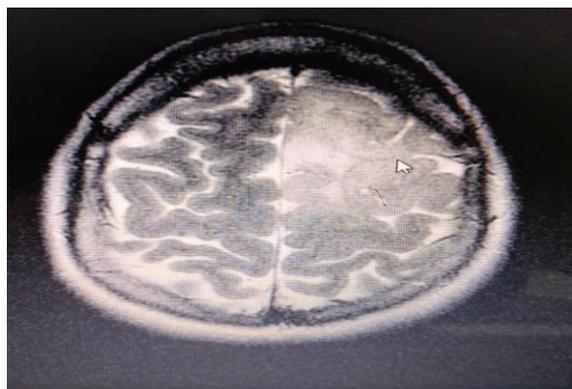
RMN cerebral corte axial secuencia T2 y con gadolinio.
